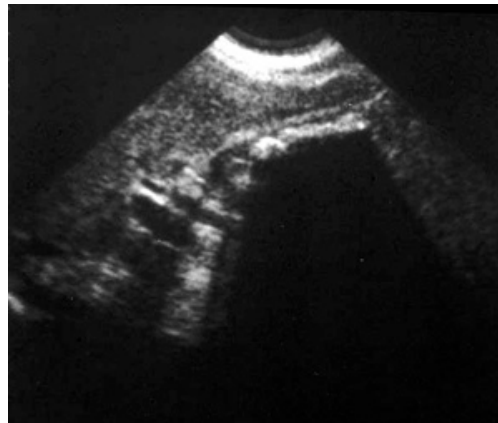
Ecografía abdominal. Colelitiasis WES.
